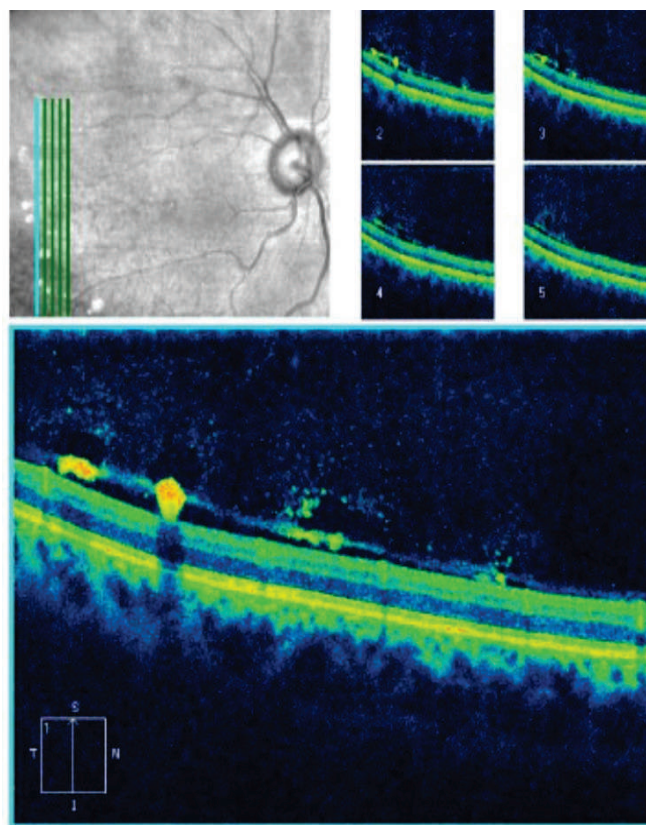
Tomografia de coerência óptica apresentando deposição em região pré-retiniana
